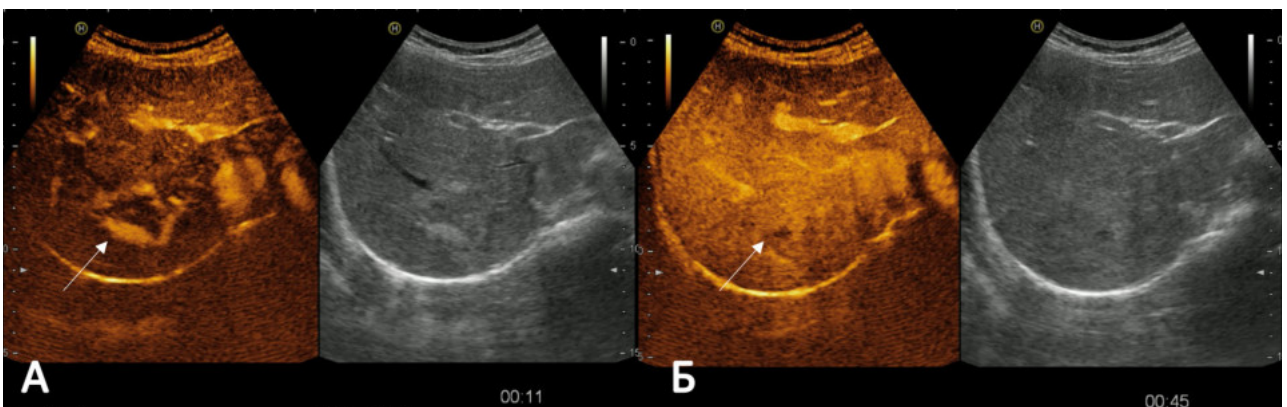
УЗИ. Гемангиома печени (стрелка): А — артериальная фаза — периферическое глобулярное контрастирование; Б — центрипетальное контрастирование в портальную фазу
